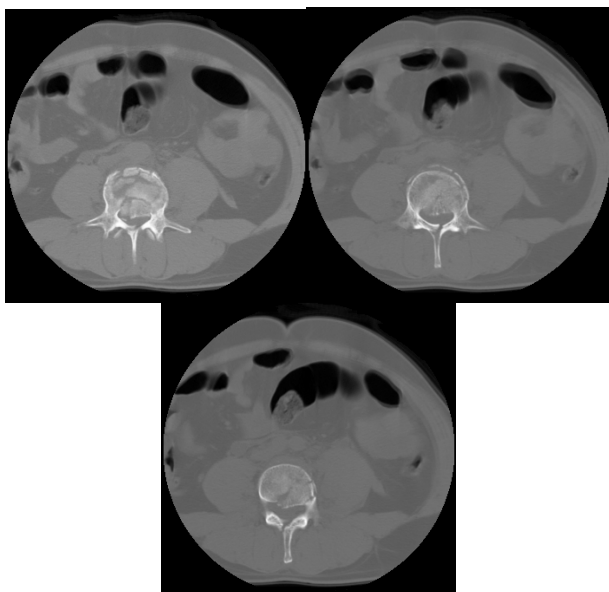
Aspect CT axial în fractura corpului vertebral L5 cu fragmente migrate intracanalare compressive pe sacul teccal
